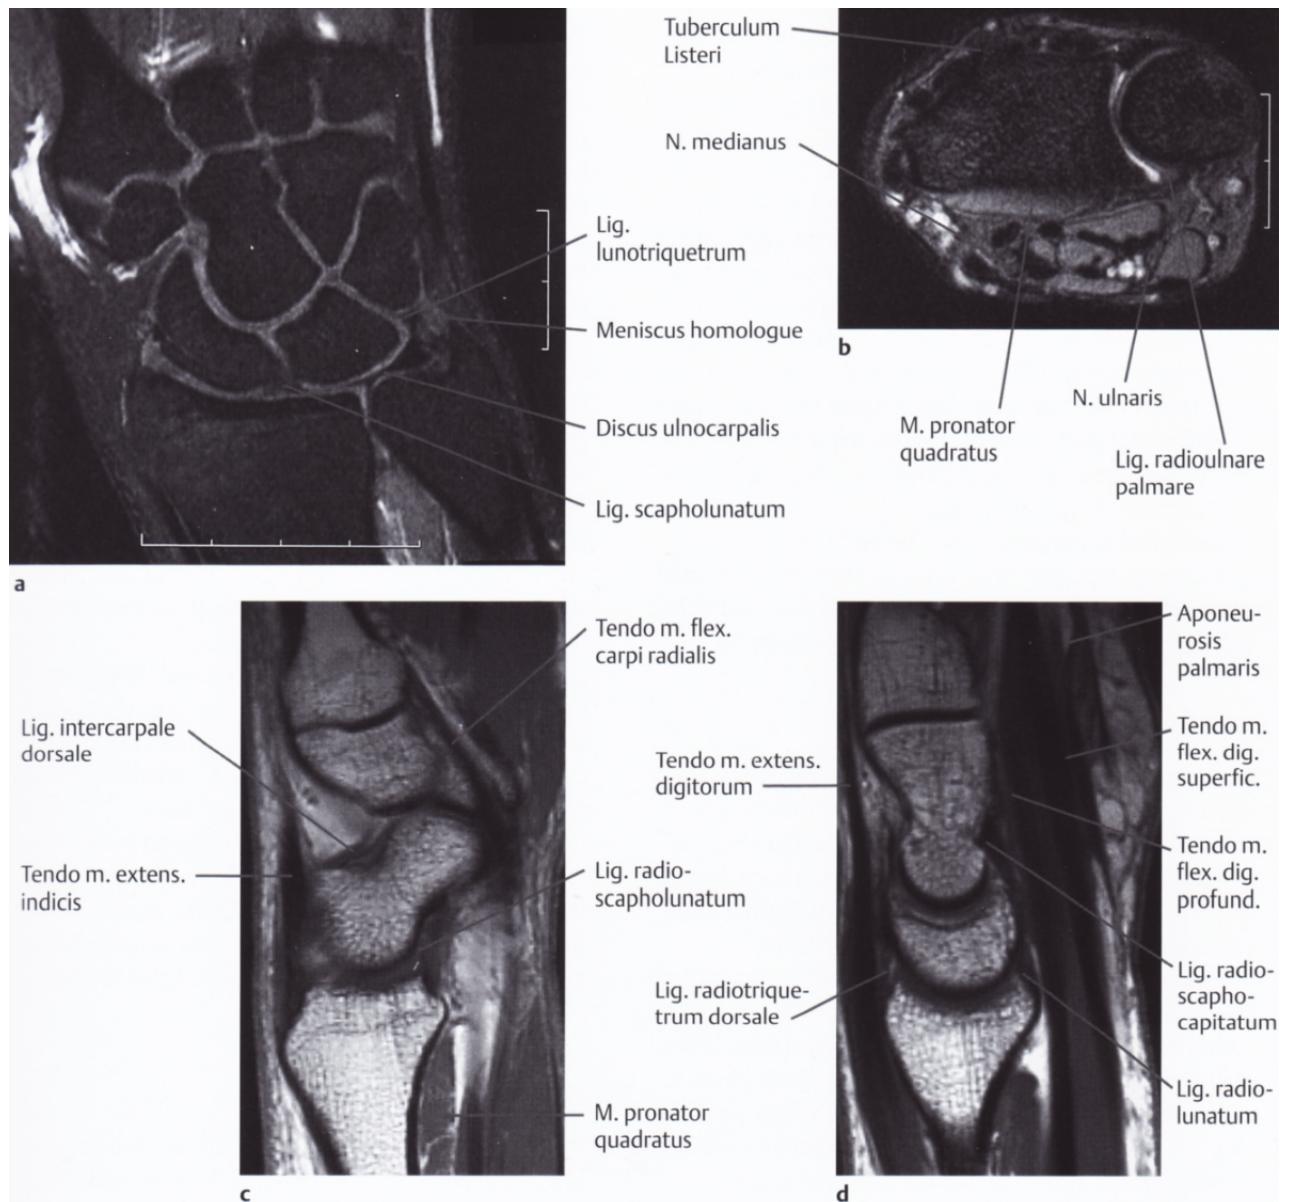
MRT Normalbefund des Handgelenks und der Handwurzeln (vgl.[4],S.89). a) coronare PD- gewichtete FSE- Sequenz mit Fettsättigung: gut zu sehen sind die intrinsischen Ligamente, der TFCC, und der hyaline Gelenkknorpel b) axiale T2- gewichtete GRE- Sequenz im distalen Radioulnargelenk: man erkennt den hyalinen Knorpel mit einem kleine signalintenseren Gelenkerguss c) sagittale T1- gewichtete SE- Sequenz in Höhe Os scaphoid mit Os trapezoideum d) sagittale T1- gewichtete SE- Sequenz auf Höhe des Os lunatum.
